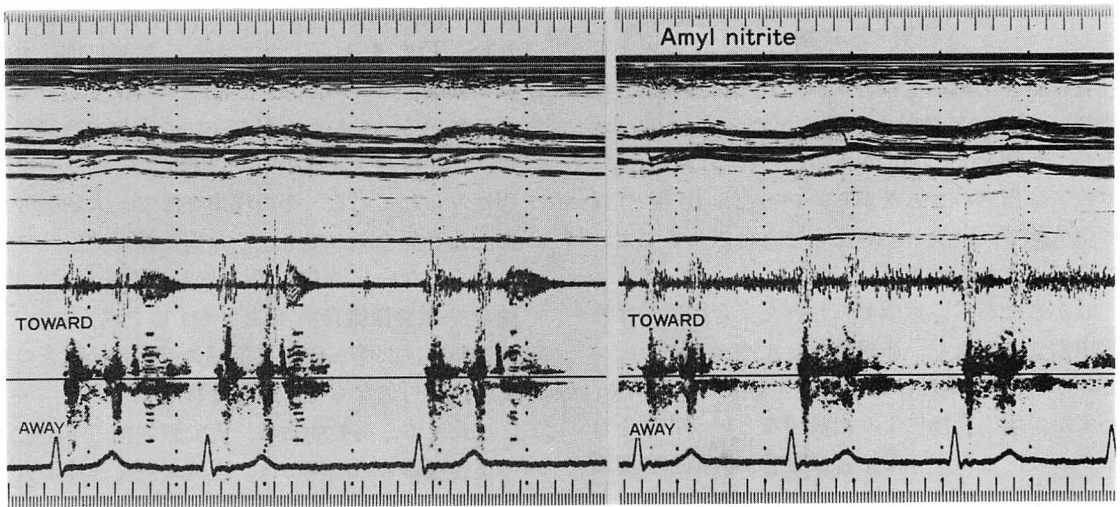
Pulsed Doppler echocardiograms showing simultaneous disappearance of a cooing murmur and harmonic signals by administration of amyl nitrite.
